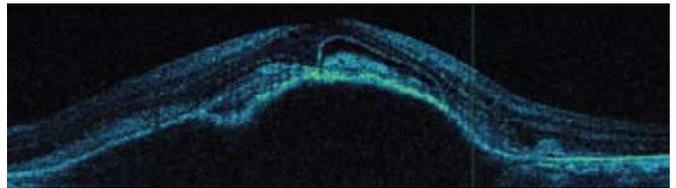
Пациент Ю., 64 года. Оптическая когерентная томография макулы со «скрытой» ХНМ и высокой отслойкой пигментного эпителия сетчатки
